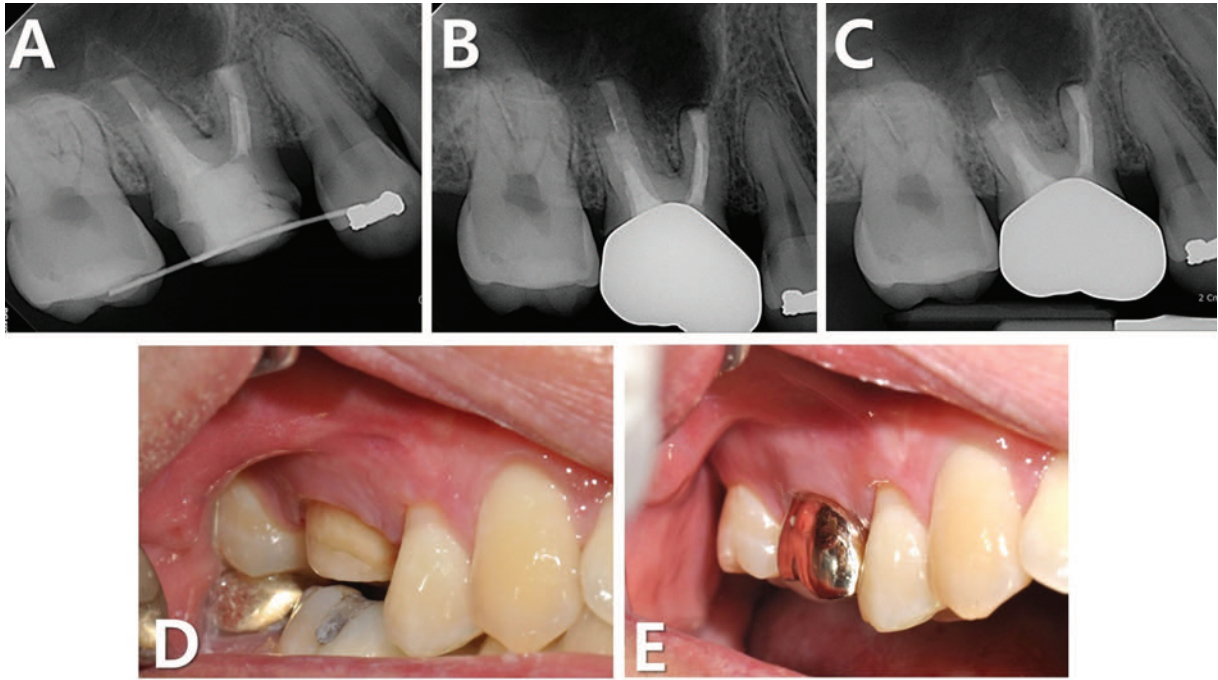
(A) 수술 3주일 후 (B) 3개월 후 (C) 9개월 후 치근단 방사선 사진 (D) 수술 3주일 후 임상 사진 (E) 수술 3개월 후 임상 사진.
